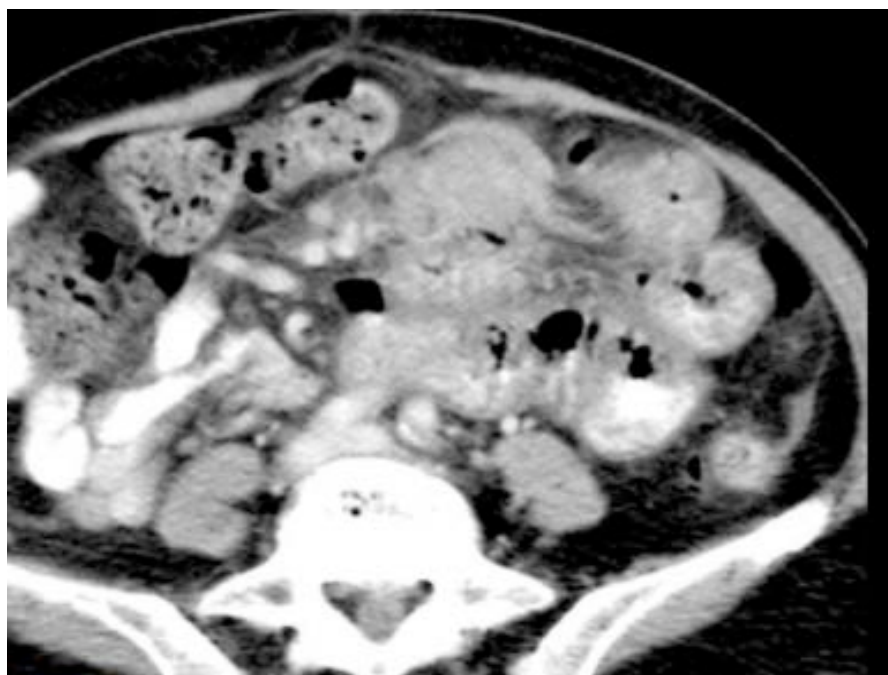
Imagen de aspecto de teca en TC de abdomen con contraste IV.
